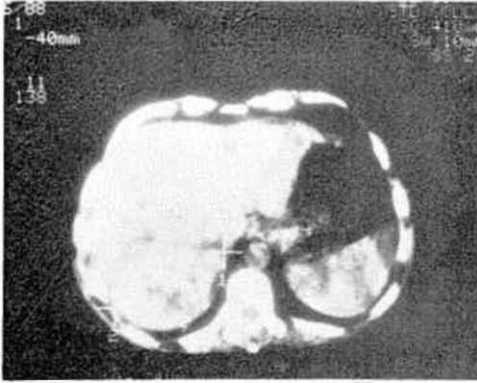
BT'de lipiodolün periferde daha belirgin olmak üzere kitlede tutulumu.
